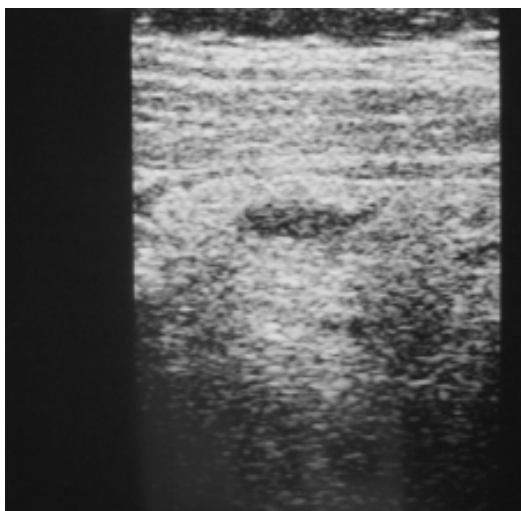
USG abdominal mostrando imagem em hipocôndrio direito sugestiva de infarto omental (Caso 1).
